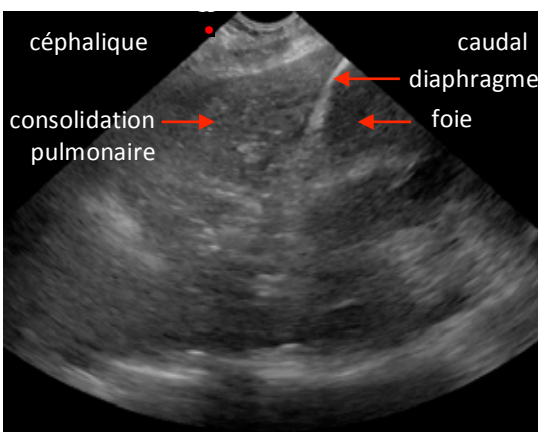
Une image échographique de consolidation pulmonaire lors d'un balayage postéro-latéral du thorax avec une sonde sectorielle en configuration abdominale.
